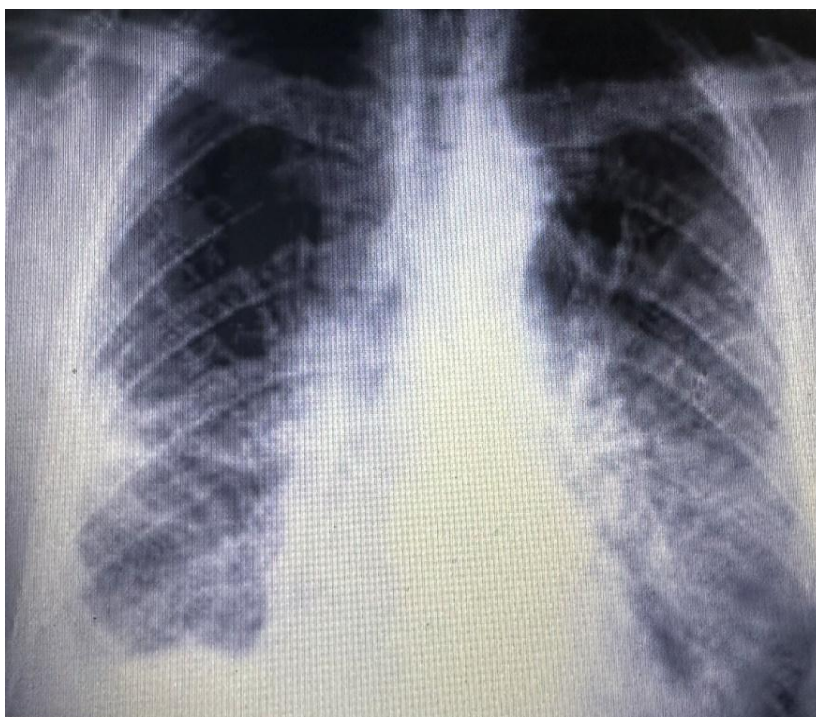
Radiographie thoracique de face montrant un syndrome interstitiel chez un de nos patients
